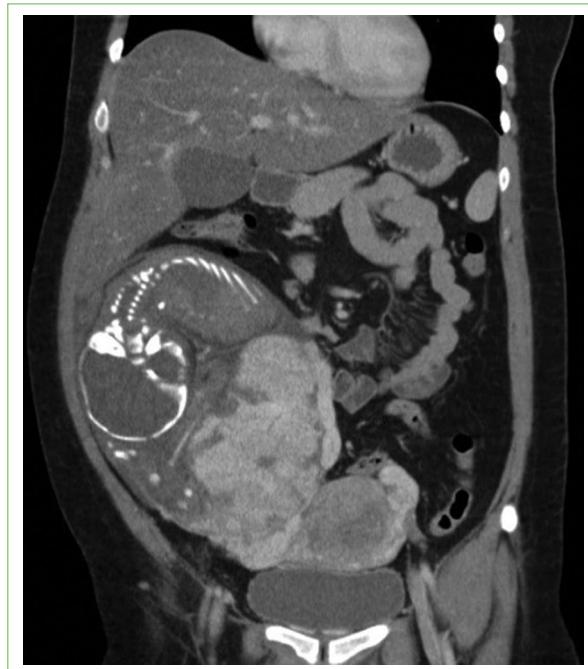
Plano coronal de abdomen y pelvis en angiotomografía. Evidencia feto extrauterino con placenta en el aspecto inferior y medial del saco que pierde plano de clivaje con la región lateral derecha del fondo y cuerpo uterino sin evidencia de compromiso de arteria aorta o grandes vasos.
